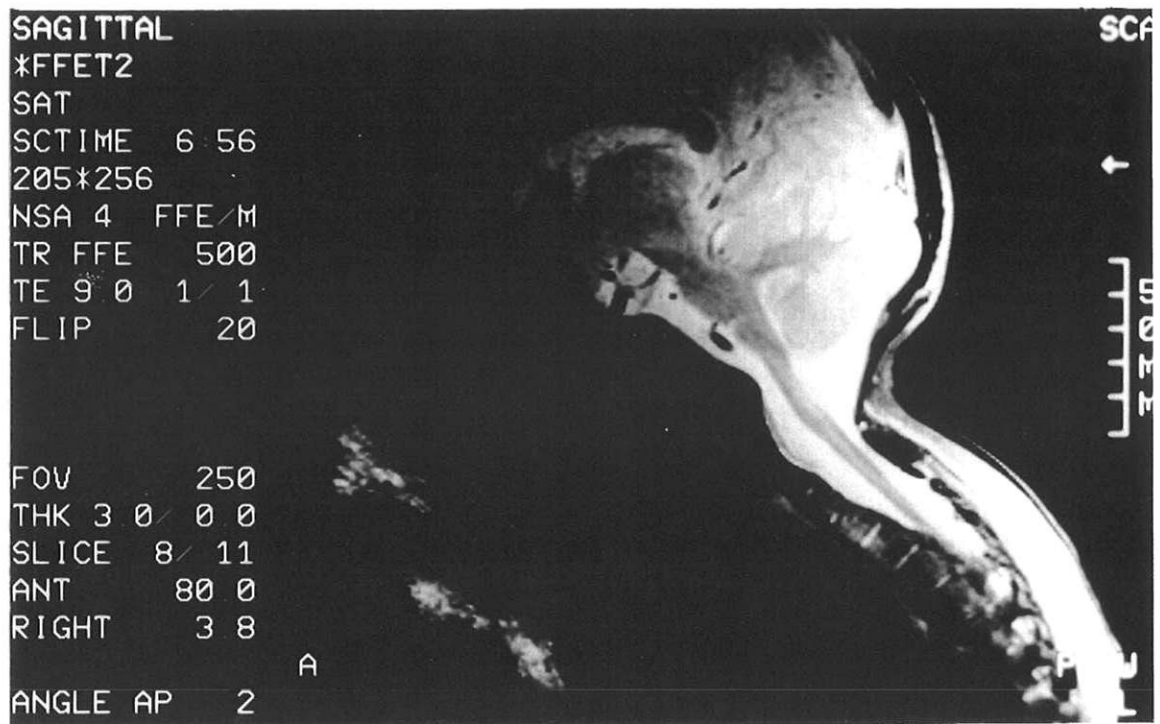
IRM cervicale. Séquence sagittale FFE T2
